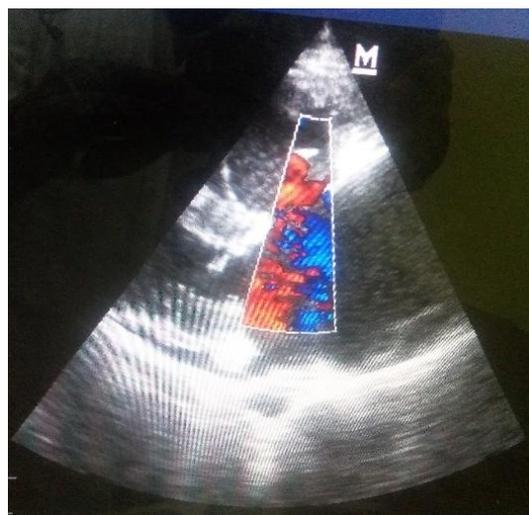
Coupe parasternale grand axe montrant un shunt droite-gauche au niveau de la CIV d'admission
